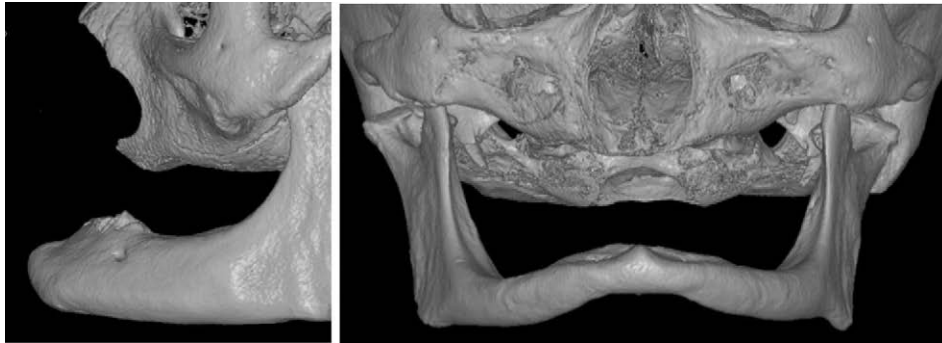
Grave riassorbimento dei mascellari: nel mascellare superiore la retrazione si arresta alla corticale della spina nasale anteriore, del pavimento anteriore delle fosse nasali, e del seno mascellare. TC cone beam di reperto del Museo di Antropologia dell'Università di Firenze.
